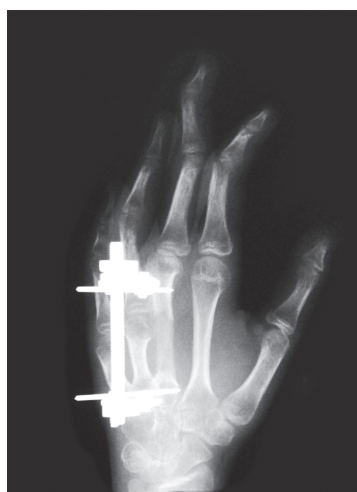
Рентгенограмма кисти в косой проекции пациентки с брахиметакарпией после удлинения III пястной кости. Состояние на этапе лечения. Определяется деформация III луча по типу «лебединой шеи»
